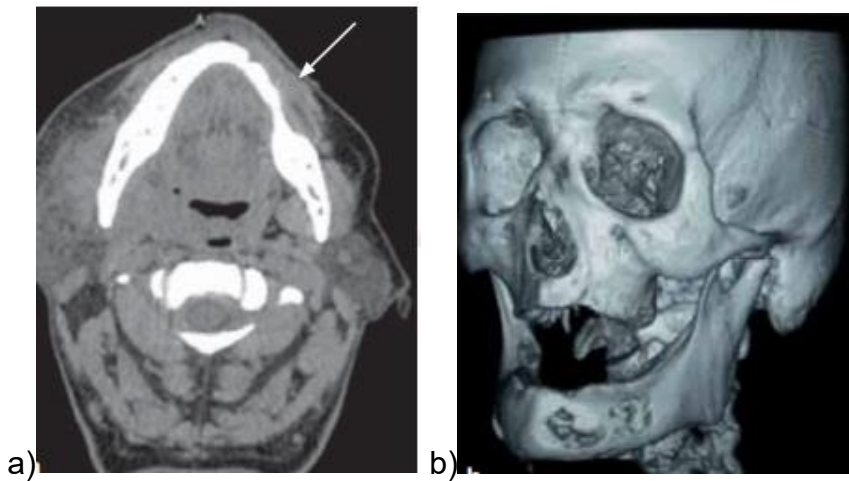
a) Tomografía computarizada donde se observan áreas de hipodensidad intraósea y amplia destrucción de la cortical externa mandibular (flecha) b) Reconstrucción tridimensional, destrucción de cortical mandibular.
